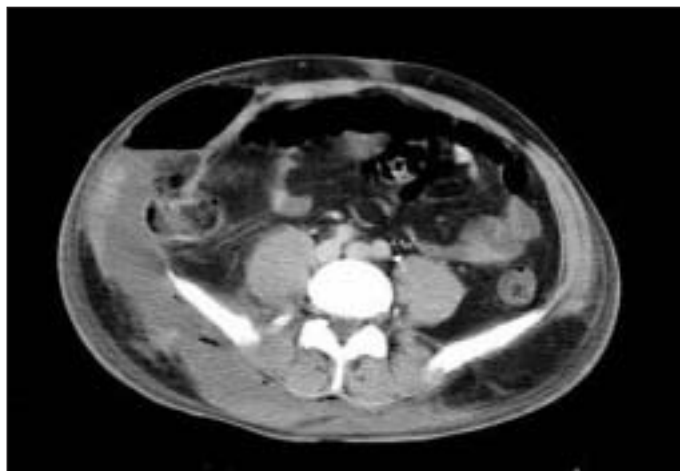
TC realizada el cuarto día del postoperatorio.
